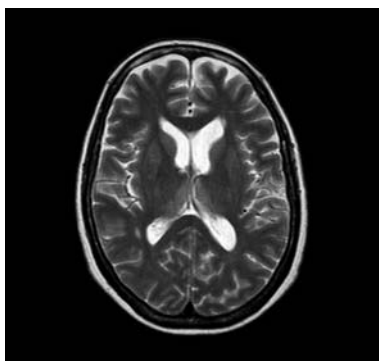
Encefalopatía de Wernicke. RM plano axial T2. Hiperintensidad de señal bilateral y simétrica en ambos tálamos.
